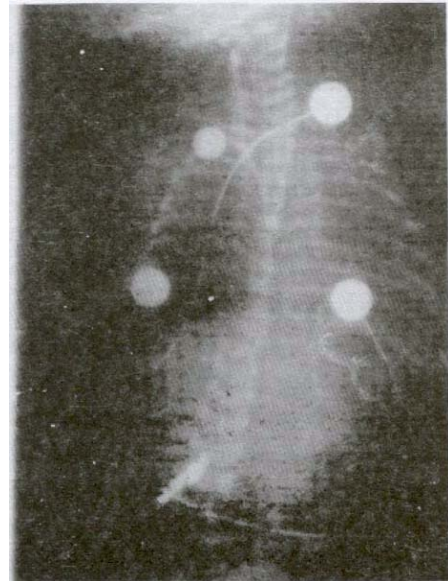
Hastanın preoperatif telegrafisi
